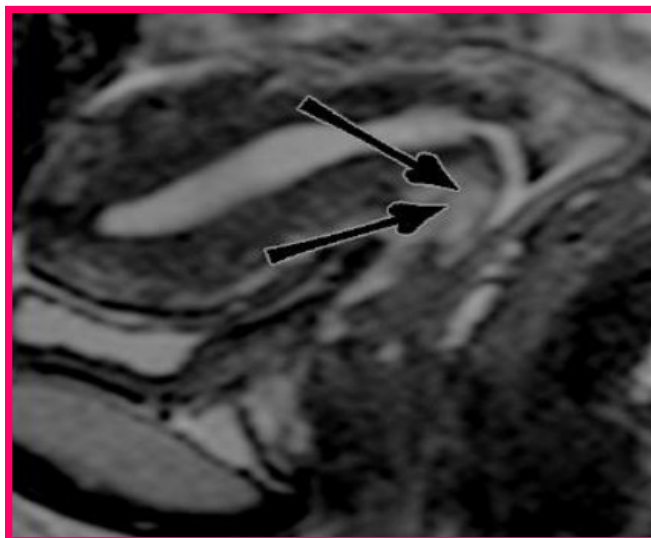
IRM en coupe sagittale T2 : Modification morphologique du col utérin post-conisation avec défaut en hypersignal T2 en regard de la lèvre antérieure. [113]
